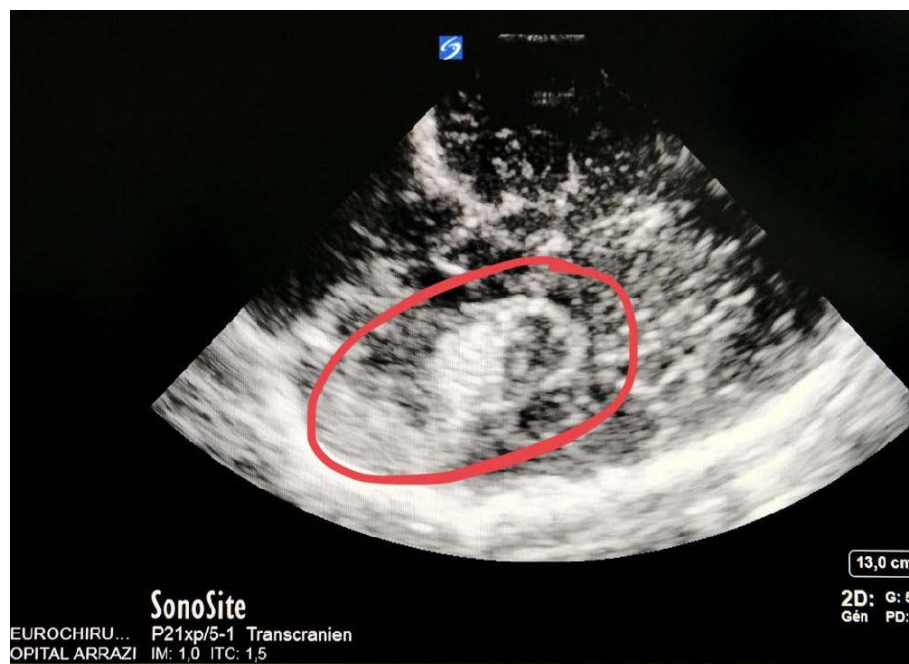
Image échographique en coupe coronale montrant une lésion bien définie (entourée en rouge) hyperéchogène
